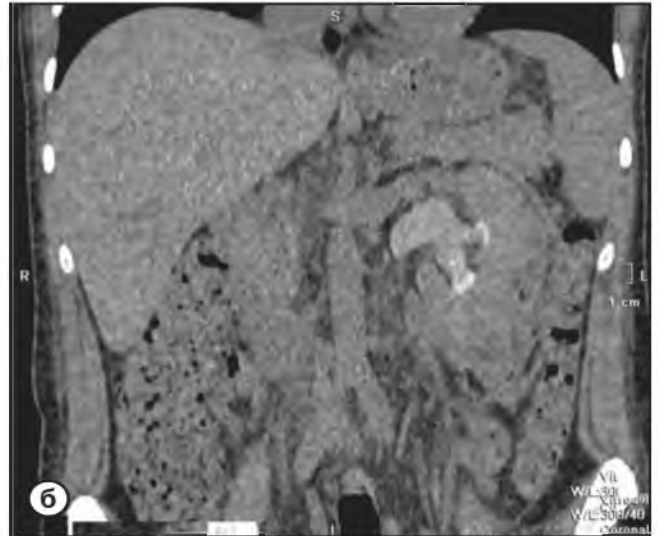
Компьютерные томограммы почек той же пациентки через 2 недели;
